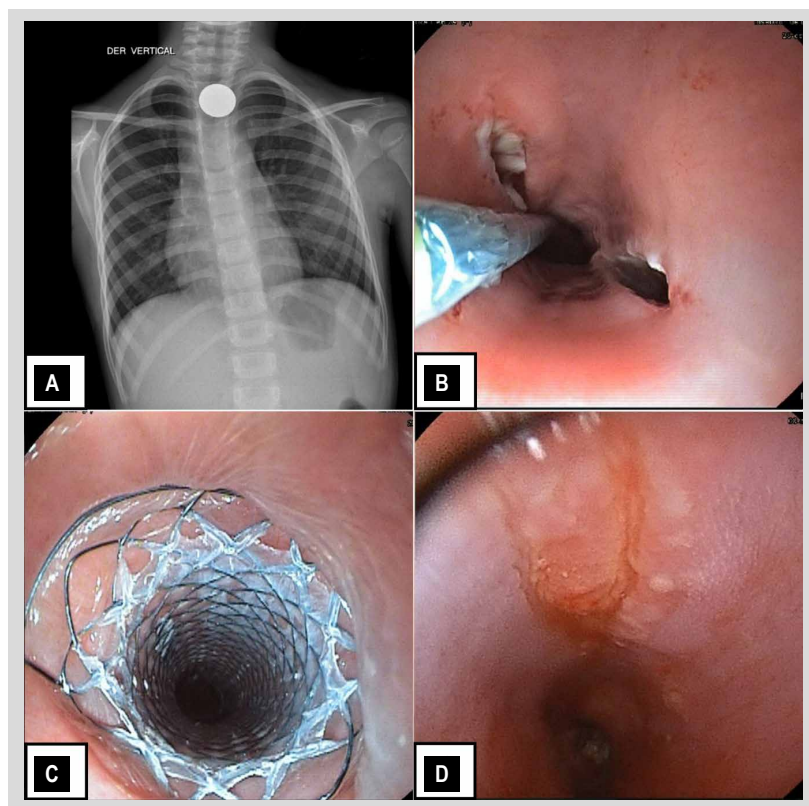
A) Neumomediastino secundario a perforación esofágica. B) Perforación esofágica por ingestión accidental de cáustico, se observa el mediastino a la derecha con salida de material hematópurulento. C) Radiografía de tórax que muestra stent metálico biliar recubierto en posición. D) El defecto cerró exitosamente, pero quedó una estenosis crítica que requirió dilatación endoscópica.
